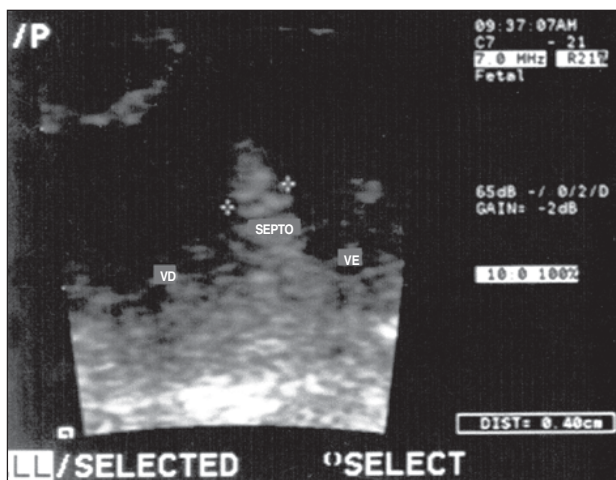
Ecocardiograma de feto de mãe diabética portadora de hipertrofia miocárdica. VD: ventrículo direito; VE: ventrículo esquerdo.
